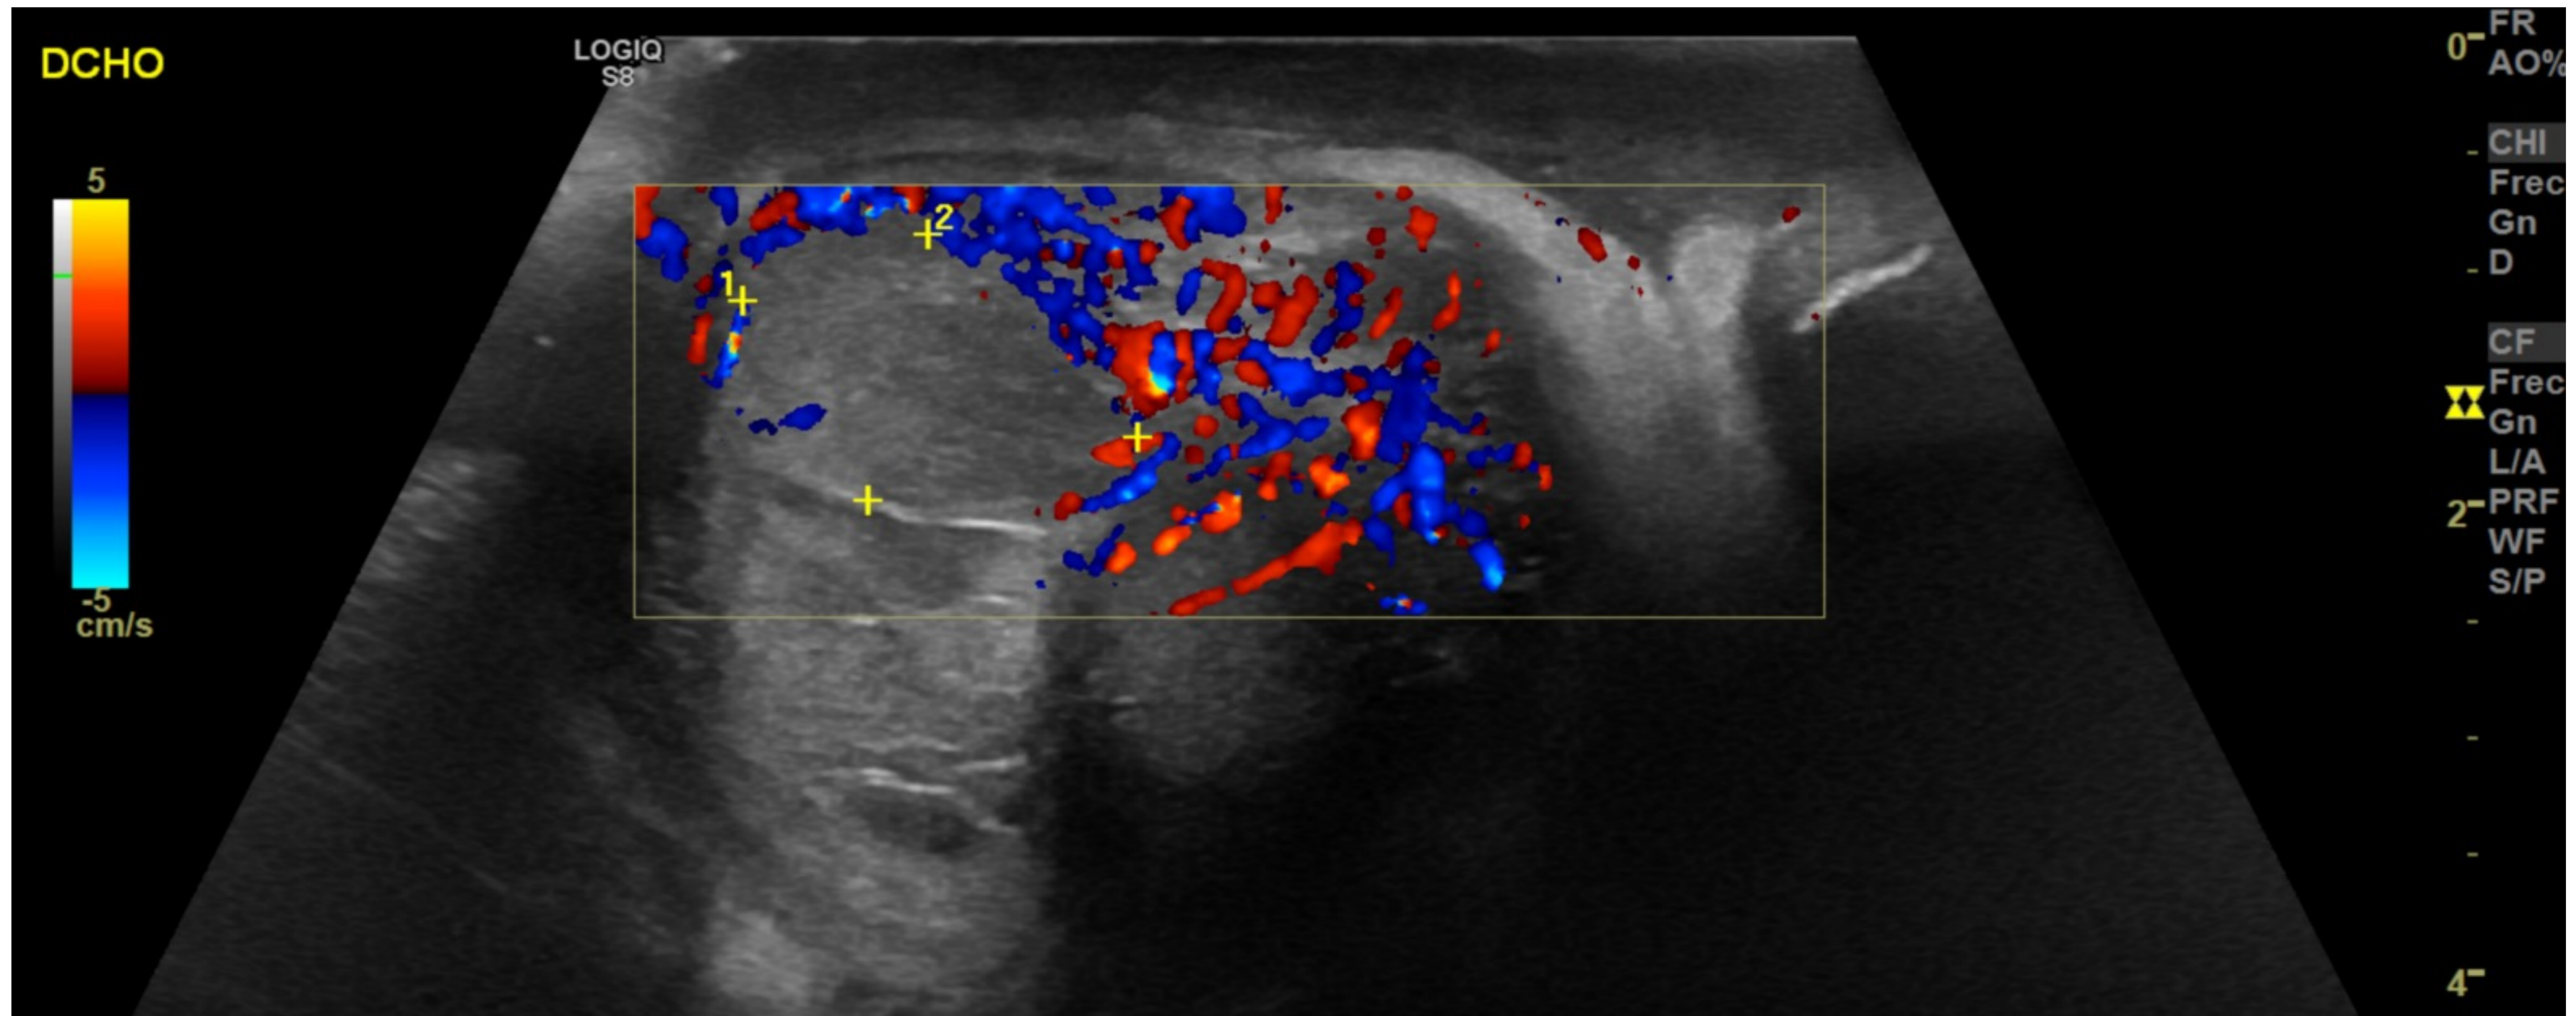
Paciente de 53 años con diagnóstico de orqui-epididimitis derecha hace 10 días que acude por aumento del dolor escrotal y mal estado general. Imagen discretamente hipoecogénica respecto al parénquima adyacente avascular en el modo Doppler, en cabeza de epidídimo derecho sugerente de absceso.
